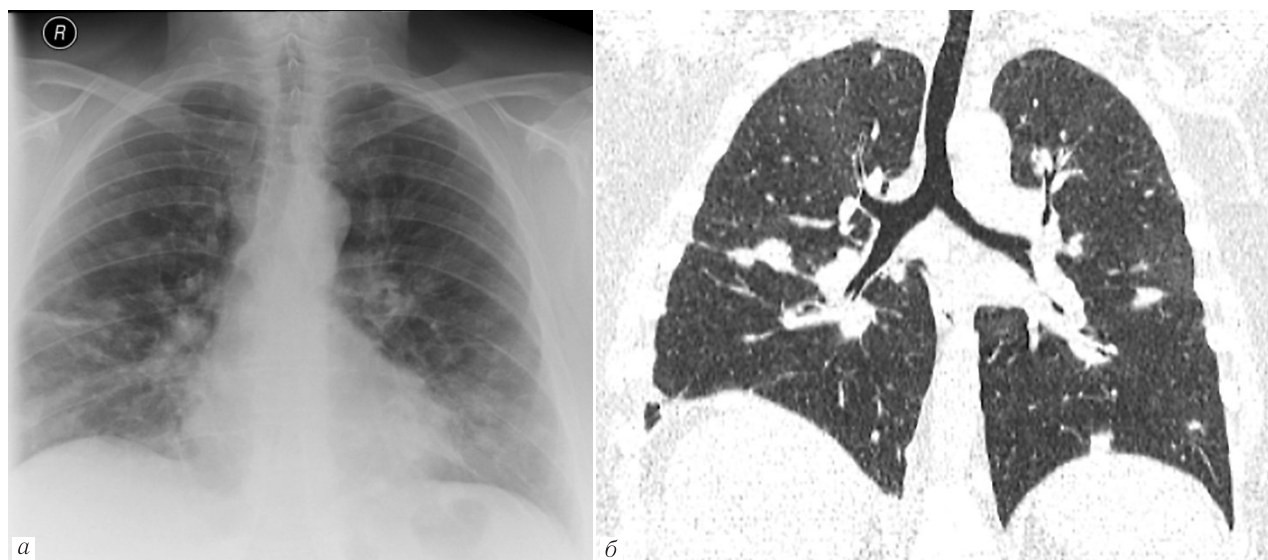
КТ-срез в корональной плоскости (б) через центр трахеи и уровень ее бифуркации: особенности визуализации в виде четкости контуров метастазов при КТ по сравнению с рентгенограммой (а)
